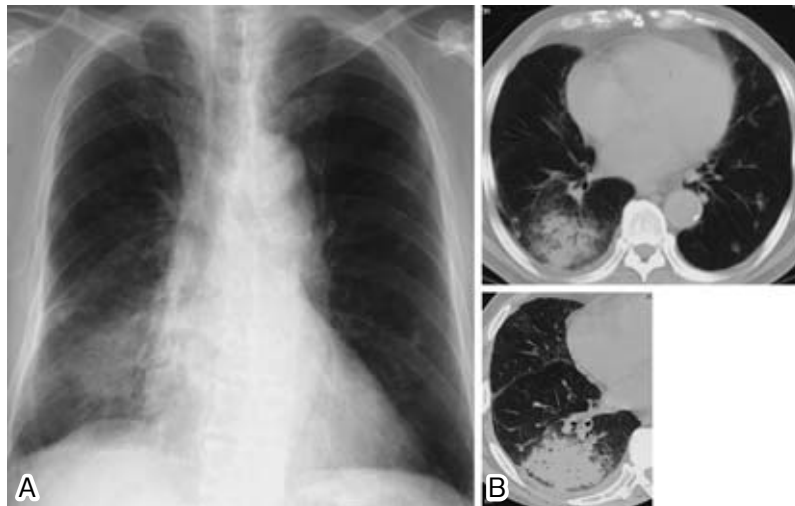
Chest X-ray film (A) and CT scan (B) on admission showed multiple nodular shadows on the bilateral lung fields, and consolidation in the right lower lobe accompanied by air bronchograms.
